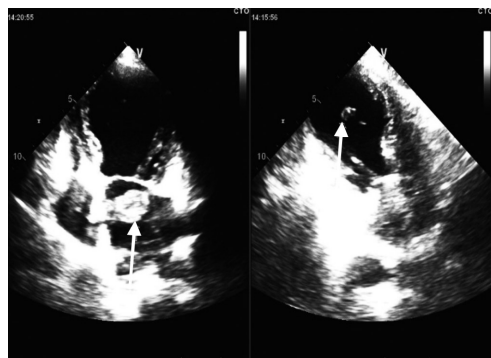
左房及左室假腱索黏液瘤(箭头示)超声图像动力学影响等方面外,还应注意排查心脏的每一个部位,尤其是假腱索、希阿利网等有无异常,以提高诊断准确率。
